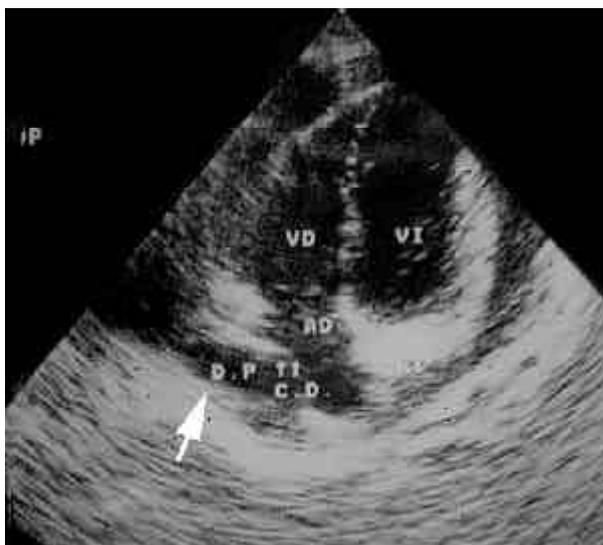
ecografía: líquido en pericardio
